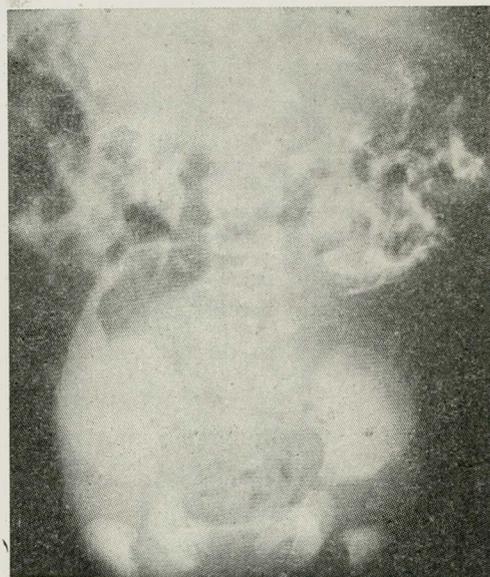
(b) — Radiografia do caso ilustrado na figura n.º 9 (a), mostrando a estrutura calcificada do tumor
